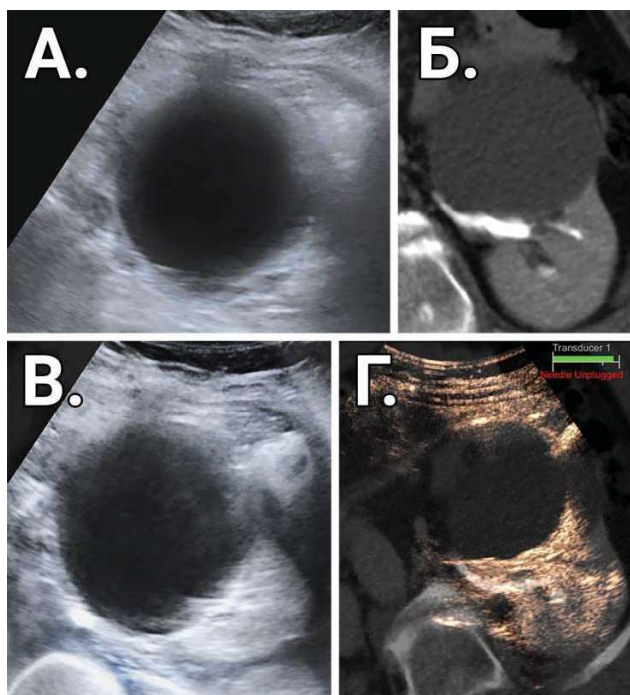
Прицельные КТ- и УЗ-томограммы простой кисты почки (Bosniak I). А – ультразвуковое изображение кисты в В-режиме; Б – компьютерная томография с контрастированием. Отсутствие перегородок в кисте; В – синхронизация изображений УЗИ и КТ с помощью технологии Fusion; Г – синхронизация изображений после эхоконтрастирования. Отсутствие перегородок в кисте.
